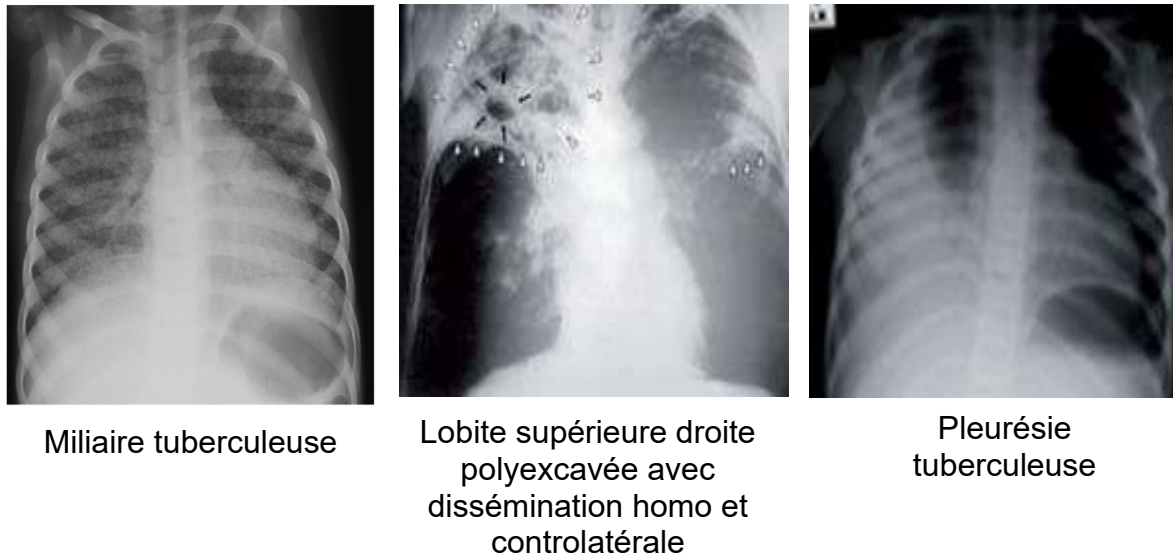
Quelques aspects radiographiques en faveur d'une tuberculose pulmonaire
